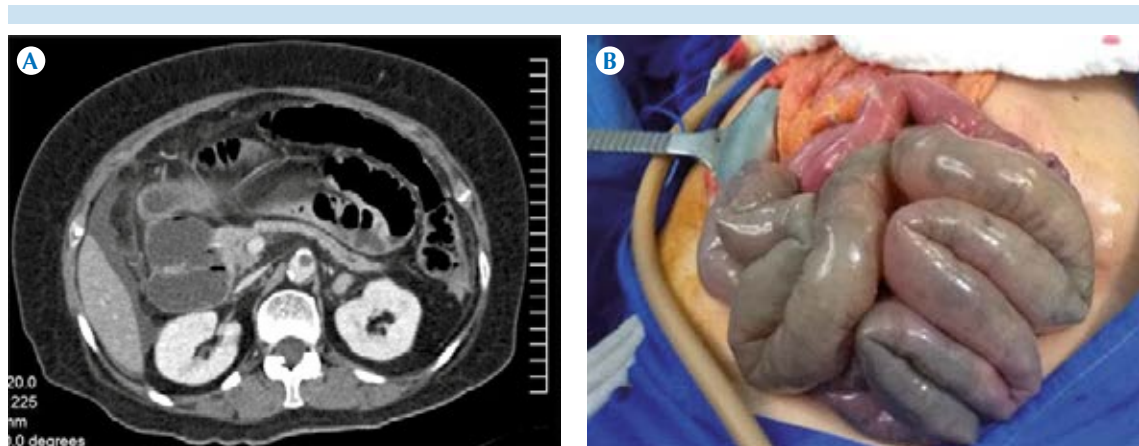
A) Caso número 8, mujer de 63 años con síndrome doloroso abdominal agudo a la que se le realizó angiotomografía, imagen axial: defecto de llenado en el origen de la arteria mesentérica superior. B) Correlación quirúrgica que muestra la coloración azulosa de las asas del intestino delgado.
